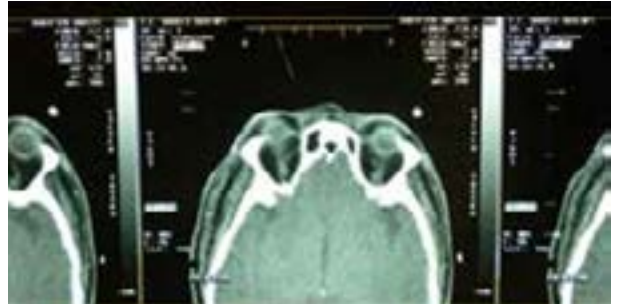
radiografía de cráneo, tomografía computada, radiografía de tórax frente y perfil.
